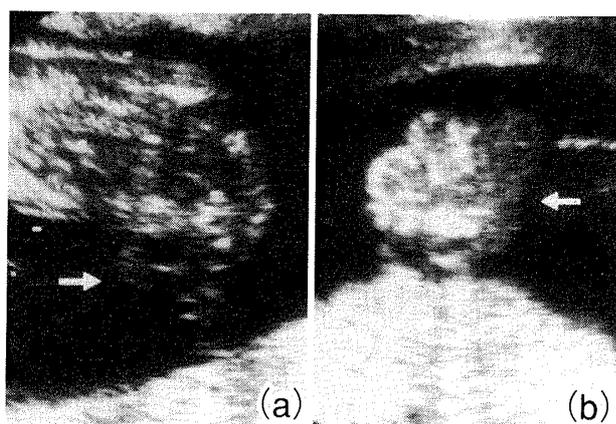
Ultrasonographic findings of fetal anterior abdominal wall at 12 weeks gestation (a) and at 13 weeks gestation (b) (arrows show fetal abdominal viscera)
